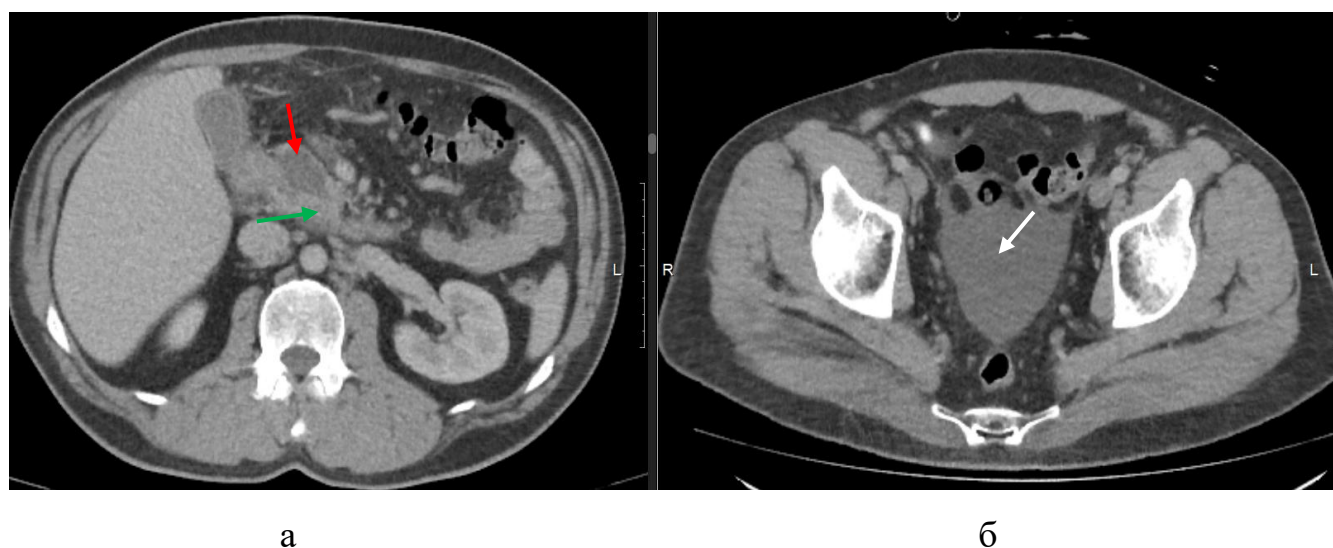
Компьютерная томограмма, венозная фаза, аксиальная проекция. а - 6 месяцев от начала ОП, в проекции головки жидкостное образование с признаком дефекта капсулы (красная стрелка), функционирующая паренхима отмечена зеленой стрелкой. б – свободная жидкость в полости малого таза (белая стрелка)
